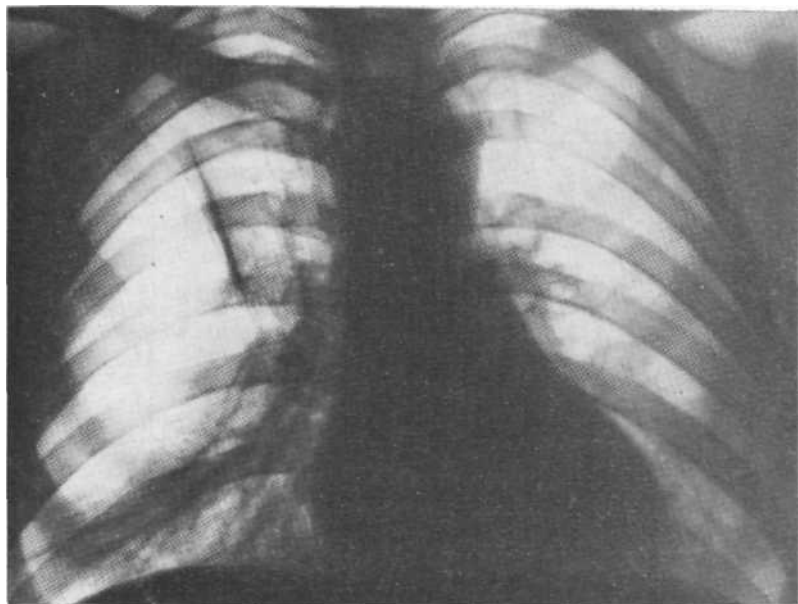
Обзорная рентгенограмма. Спонтанный пневмоторакс справа. Изломанный медиальный контур просветления, отсутствие сопроводительной линии грудной стенки. Выздоровление.
